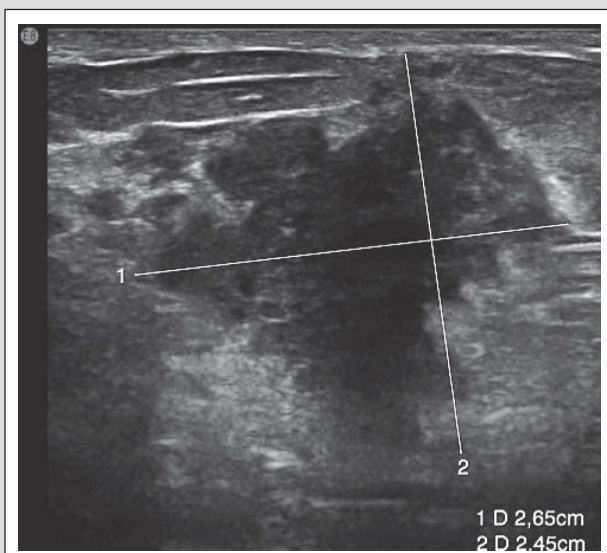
Sonographischer Ausgangsbefund des Tumors
